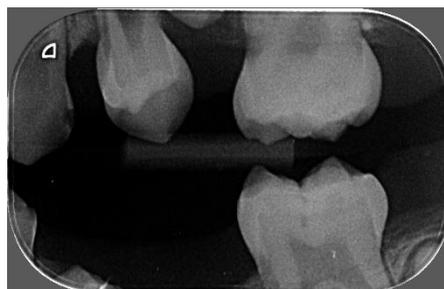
Radiografias interproximais
